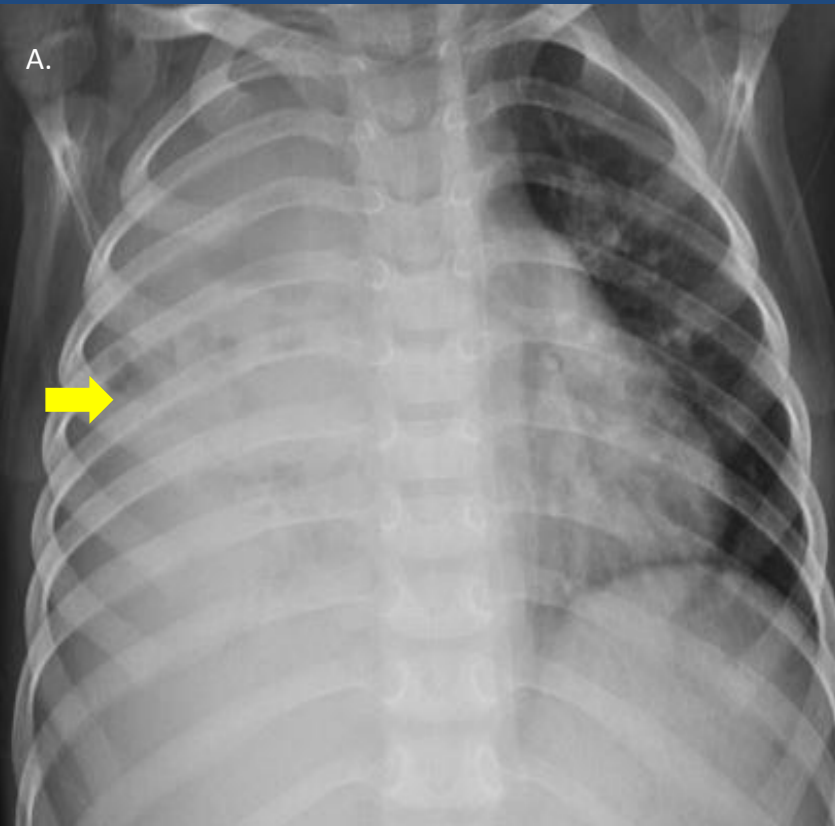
Fig A) Radiografía tórax frente en un paciente pediátrico donde se observa velamiento del hemitórax derecho.
